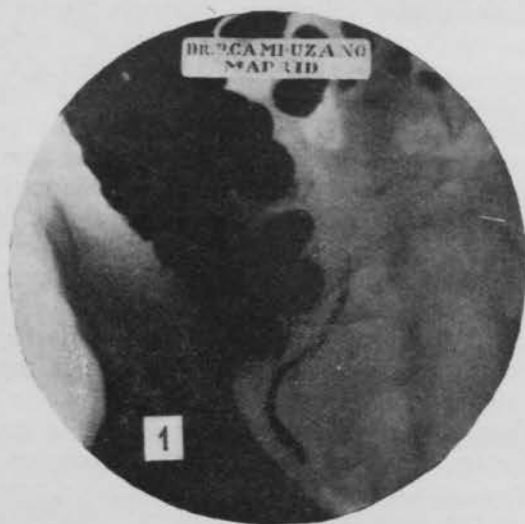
Radiografía obtenida por vía oral en la que se aprecia claramente la imagen característica de un apéndice largo, descendente, de tipo ondulado y con irregularidad y desflecamiento de sus contornos. En su tercio terminal presenta un diámetro mayor que en la porción situada inmediatamente por encima, ocurriendo lo mismo a nivel de su tercio medio; esto unido a la pérdida en el paralelismo de sus contornos, nos demuestra la existencia de múltiples adherencias. En la unión con el ciego se ve una disminución en el calibre, que, según indicaremos posteriormente, en la mayor parte de los casos es producida por un espasmo en el esfínter, pero en este caso a esto se añade la existencia de adherencias como lo demuestra el pequeño divertículo por tracción que se ve en su borde superior. A estos signos directos de apendicitis crónica van unidos los indirectos de espasmos del ciego y colon transverso, así como la irregularidad del contorno en una pequeña porción del borde interno del ciego.
